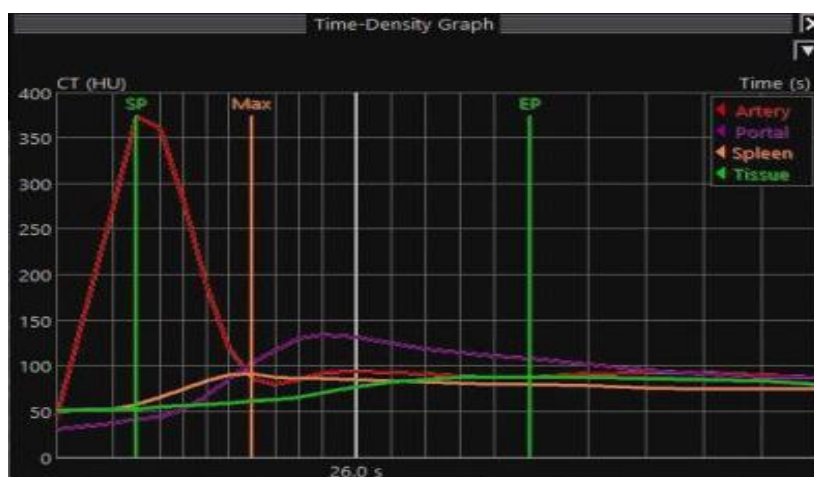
Перфузионные кривые
